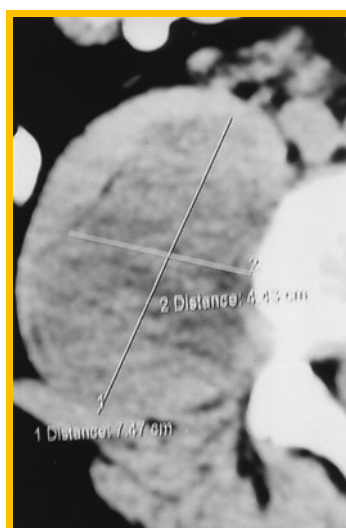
TC evidenciando tumor paravertebral direito com 4,43 x 7,47 cm
